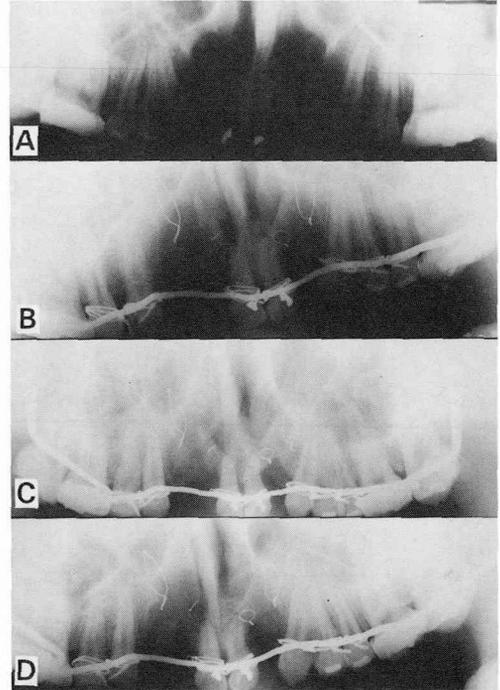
第2例；術前(A)、術後1ヵ月(B)、2ヵ月(C)、および9ヵ月(D)のX線写真。
